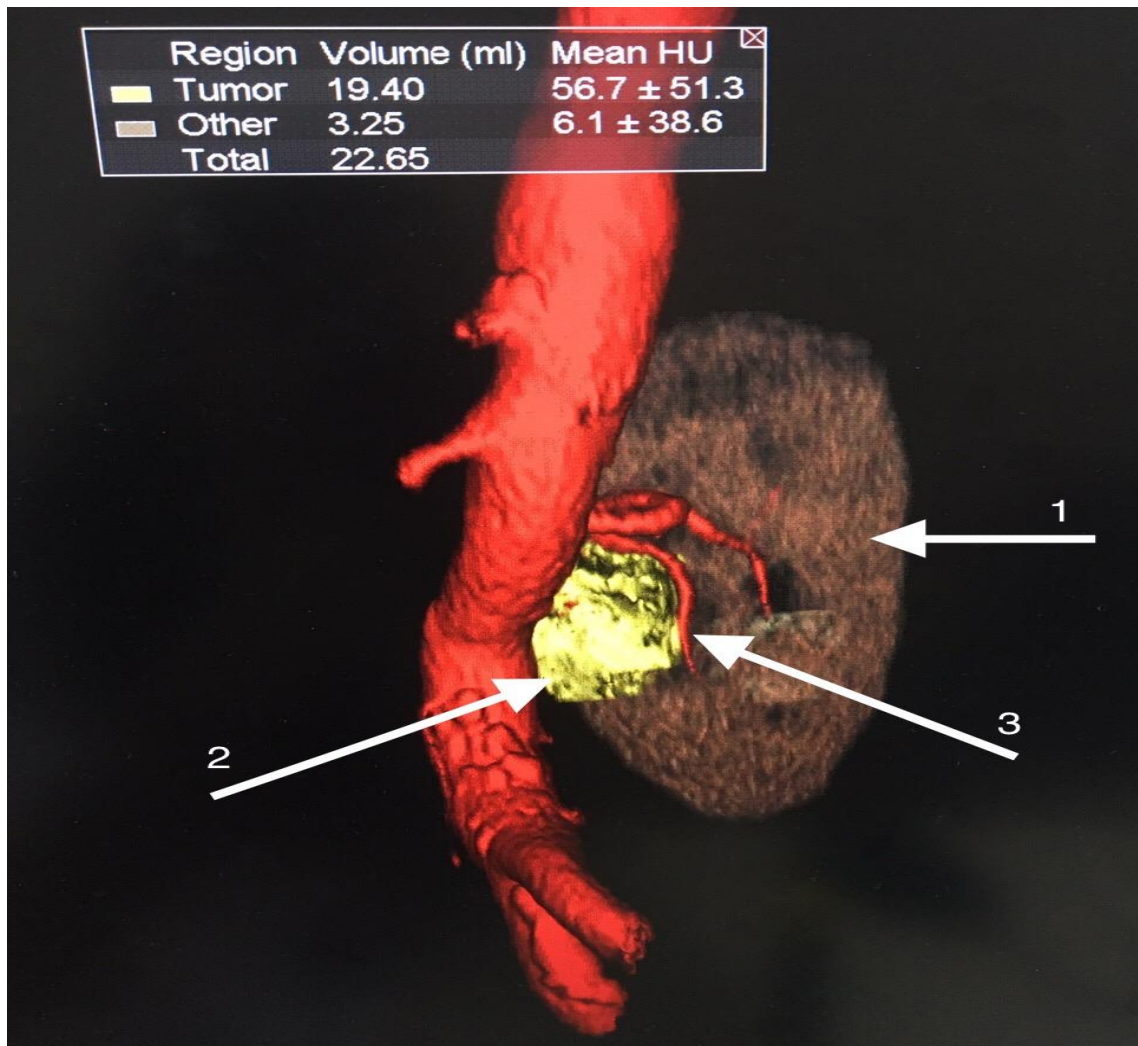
Комп'ютерна томограма пацієнта Ф., віком 54 роки, діагноз — рак правої нирки $T_{1a}N_0M_0$
